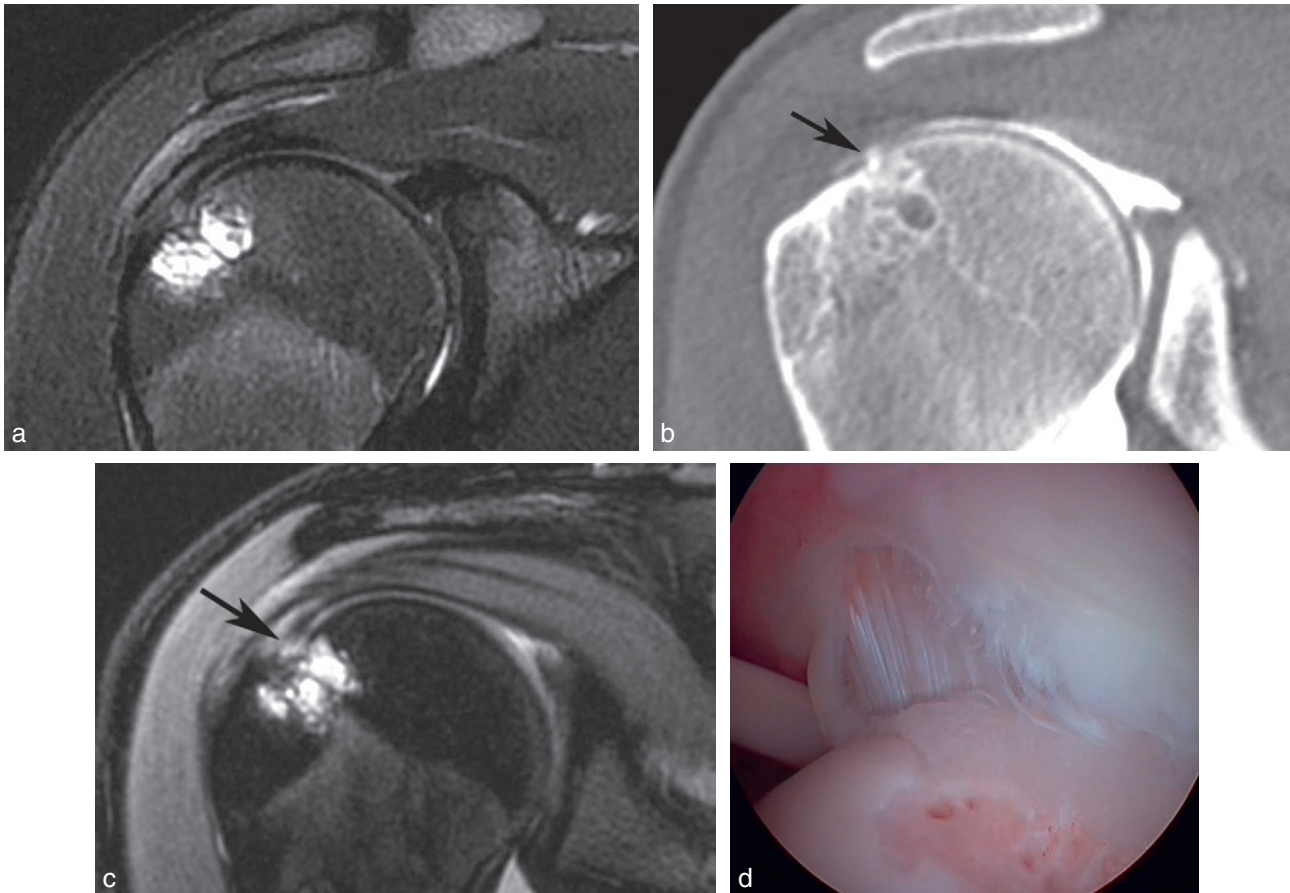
Conflit postérosupérieur chez une handballeuse de 18 ans. Comparaison de l'IRM (a), de l'arthroscanner (b) et de l'arthro-IRM (c). L'IRM montre des géodes et un œdème médullaire de la région postéroexterne de la tête humérale. L'arthroscanner montre une petite géode de la région postéroexterne de la tête humérale et une petite rupture partielle de la face profonde de l'infra-épineux (flèche). L'arthro-IRM montre mieux l'ensemble des anomalies. L'arthroscopie (d) montre la rupture de la face profonde du supraépineux et des lésions ostéochondrales de la tête humérale.
